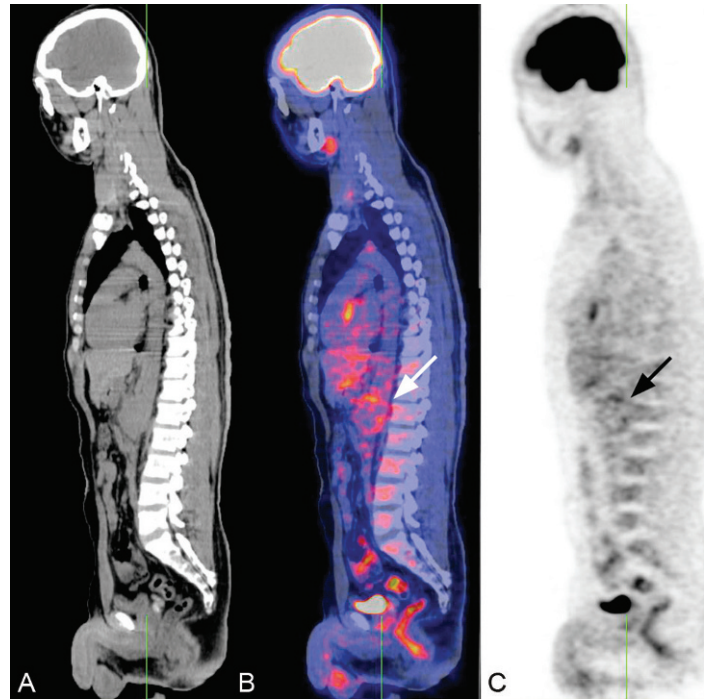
Maladie de Behçet chez un homme de 49 ans, originaire d'Afrique équatoriale. Présence d'un volumineux anévrisme sacculaire de l'aorte abdominale (flèche), situé immédiatement en dessous du tronc cœliaque, donnant en TEP un foyer hypermétabolique circulaire en coupes frontales (A : TDM seule, B : fusion TDM + TEP et C : TEP seule).
